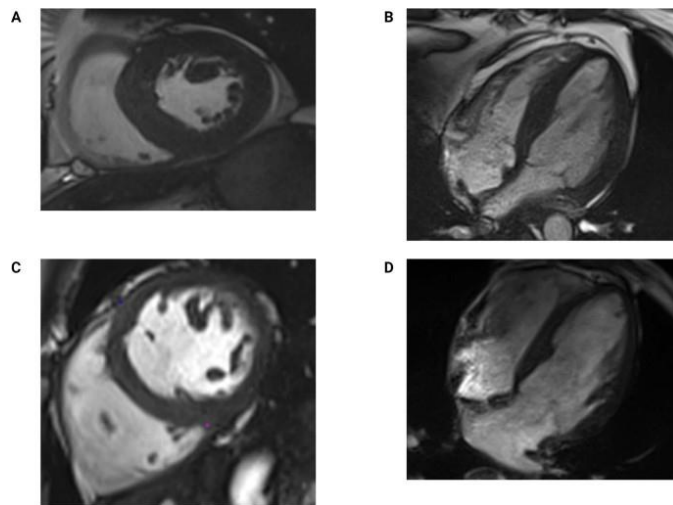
Imagen de pila de eje corto (A) e imagen de eje largo horizontal (B) de un paciente en hemodiálisis con hipertrofia concéntrica del ventrículo izquierdo en imágenes de resonancia magnética cardíaca (grosor máximo de la pared, 15 mm; masa del ventrículo izquierdo 93 g/m²). Imagen de pila de eje corto (C) e imagen de eje largo horizontal (D) de un paciente en diálisis peritoneal con dimensiones normales del ventrículo izquierdo en imágenes de resonancia magnética cardíaca (grosor máximo de la pared, 9 mm; masa del ventrículo izquierdo 63 g/m²).
